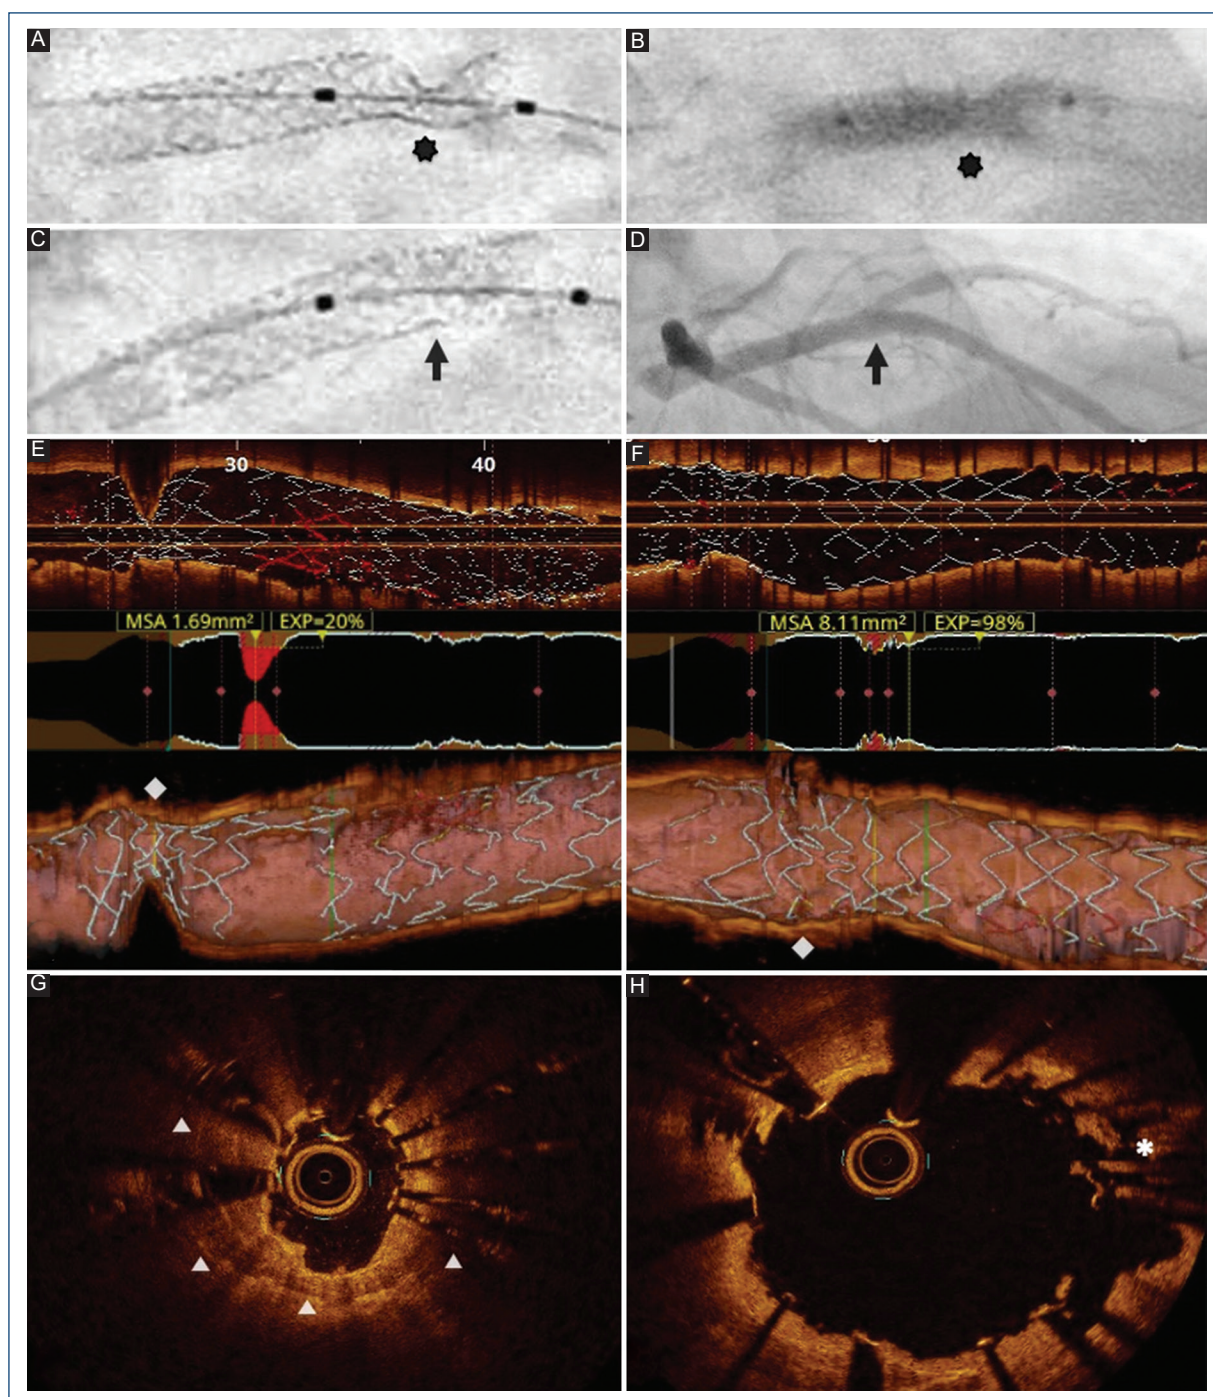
A: imagen con StentBoost (Philips Medical Systems®, Eindhoven, Países Bajos) que muestra la infraexpansión distal del stent (asterisco). B-D: balón de litotricia intracoronaria (LIC) (Shockwave Medical Inc.®, Santa Clara, CA) hinchado con el que se aplicaron cuatro terapias de 10 impulsos a 4-6 ATM; se observa la expansión adecuada del stent mediante StentBoost y angiografía (flechas). E: imagen longitudinal de la tomografía de coherencia óptica (TCO) (Optis-Abbott®, Santa Clara, CA) que muestra la infraexpansión focal del stent (rombo). F: visión longitudinal de la TCO que destaca la adecuada expansión del stent después de la LIC (rombo). G: corte axial de la TCO que muestra la calcificación circunferencial (triángulos) y la infraexpansión del stent. H: muestra la fragmentación de la placa calcificada (asterisco) después de aplicar la LIC.
